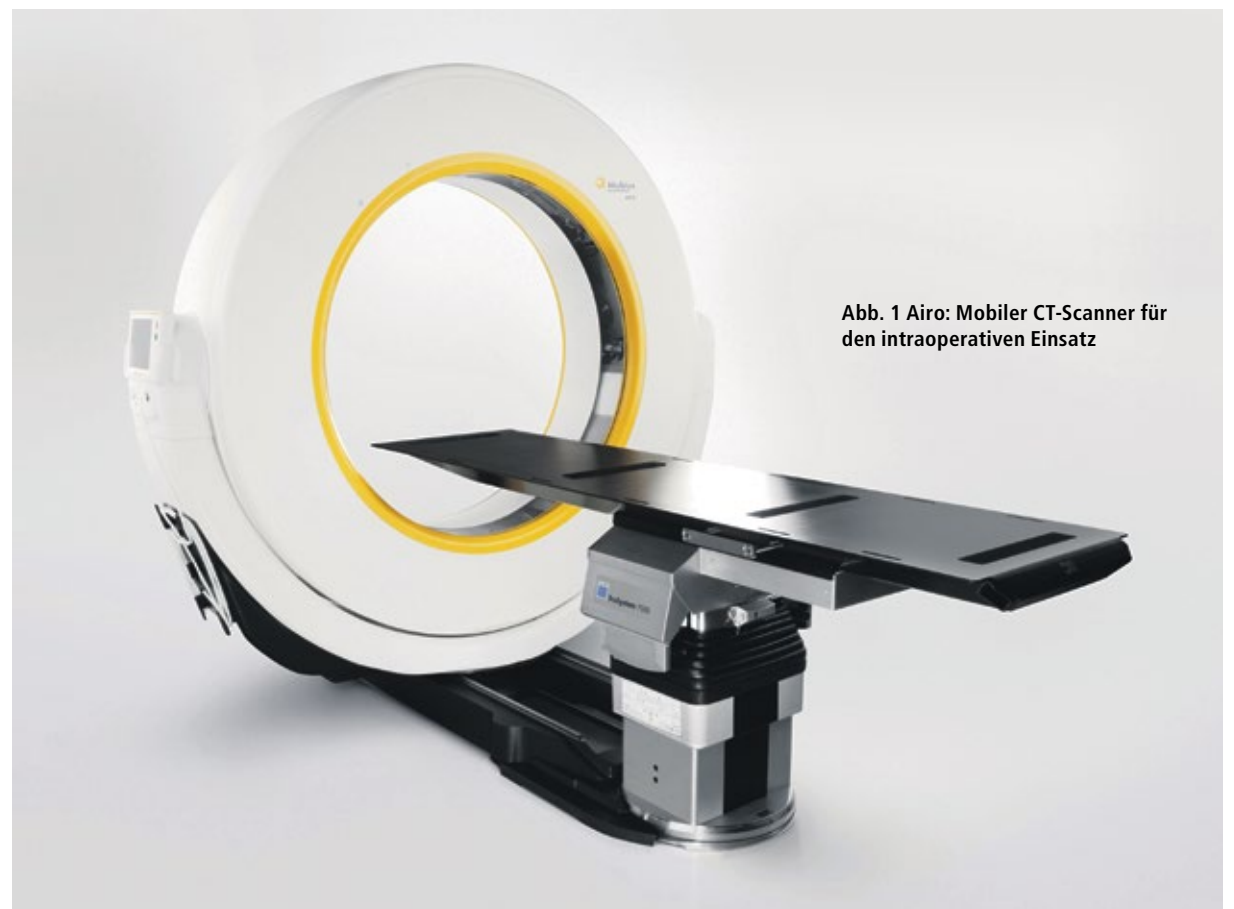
Airo: Mobiler CT-Scanner für den intraoperativen Einsatz
